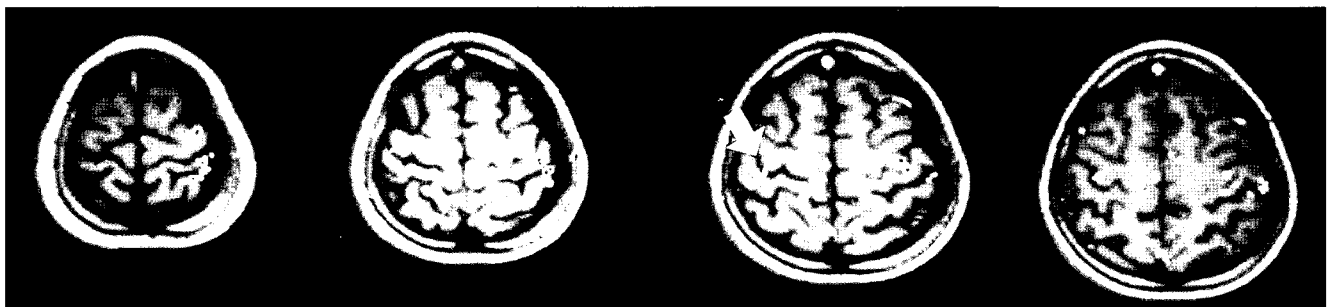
Functional MR images in normal subject after right hand motor activation (finger-to-thumb opposition) demonstrate confluent activated signal in left sensorimotor area. Much less activation is noted in right sensorimotor area (arrow).
